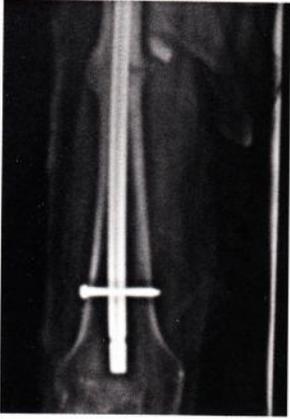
Radiografía de muslo mostrando la fractura de fémur consolidada.
